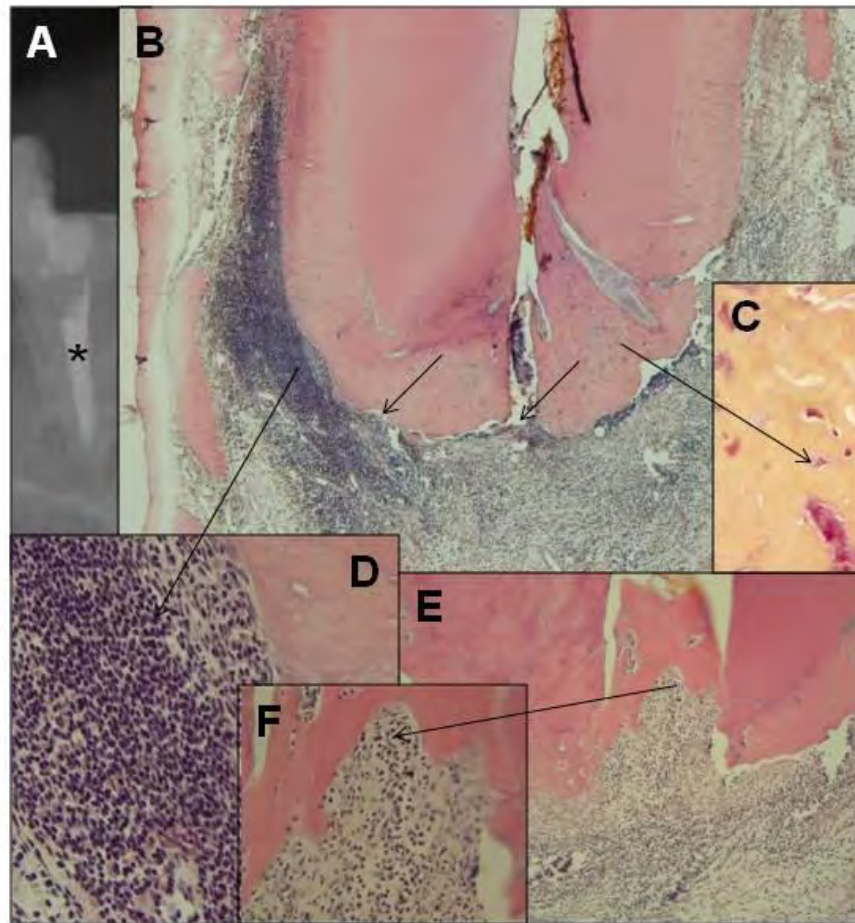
Imagens representativas do grupo tratado com Endo-CPM-Sealer®. (A) Radiografia do 4º pré-molar inferior esquerdo (*- raiz distal), 180 dias após a obturação [Original - Rx]. (B) Aspecto panorâmico, áreas de reabsorção e ausência de cemento neoformado (*sefas*) [x100 - H.E.]. (C) Bactérias Gram negativas em lacunas de cimento (*sefas*) [x400 - B.B.]. (D) Infiltrado inflamatório severo (*seta*) [x400 - H.E.]. (E) Aspecto panorâmico do 4º pré-molar inferior esquerdo (raiz mesial) [x100 - H.E.]. (F) Coto pulpar apresentando infiltrado inflamatório moderado e presença de mineralização (*seta*) [x400 - H.E.].
